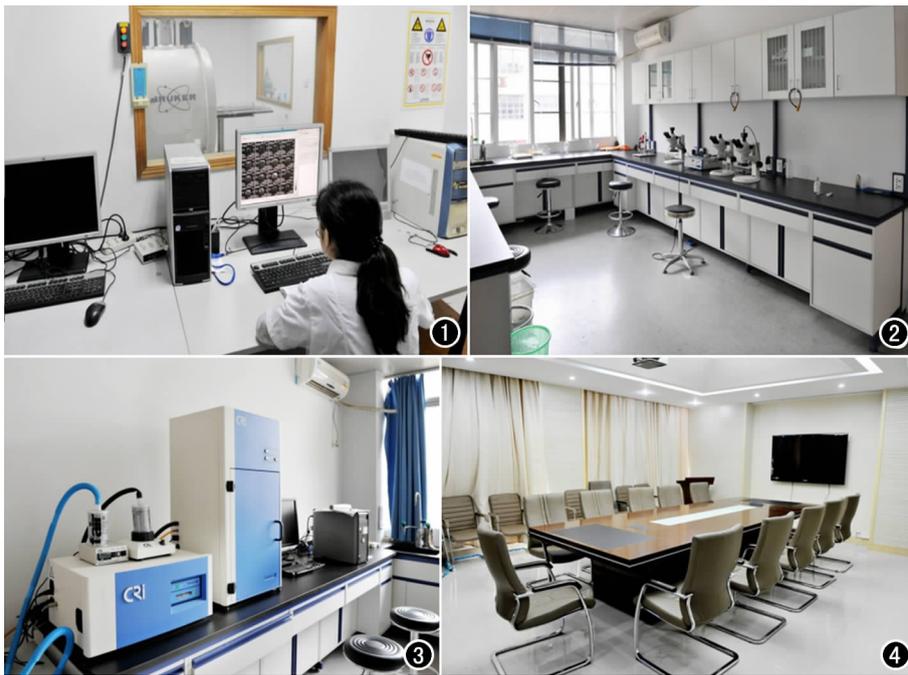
7.0T Micro-MRI (Bruker)。图 2 分子生物室。图 3 光学成像室。
